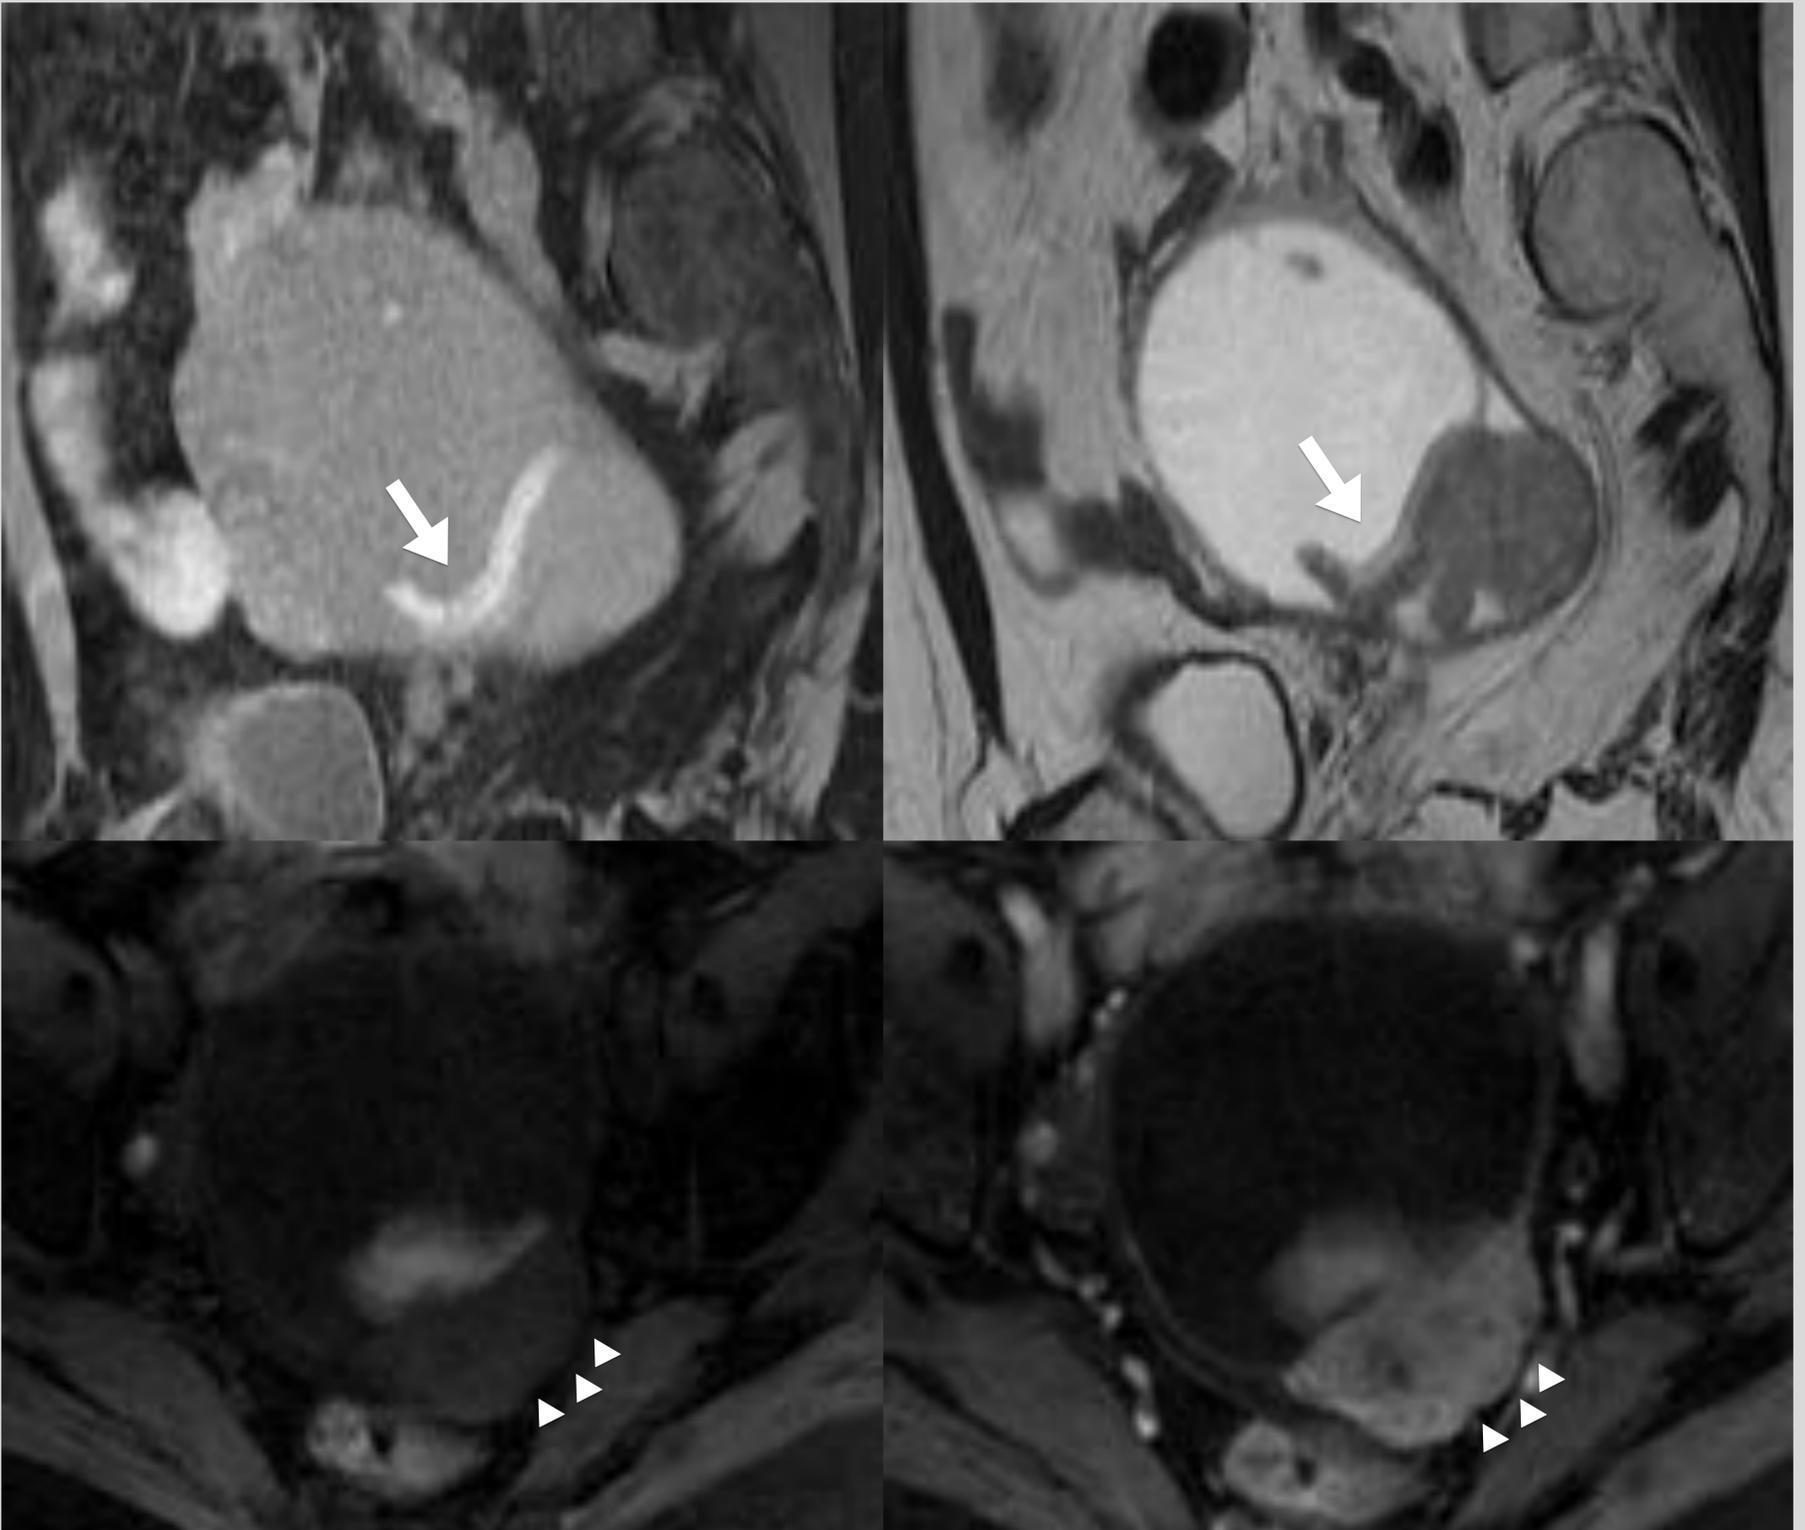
Paciente con antecedente de endometriomas bilaterales en la que se observa una masa sólida quística anexial izquierda con contenido hemático en su interior (flechas) y captación tras la administración de contraste (cabezas de flecha). Imágenes de RM potenciadas en T1 con saturación grasa (arriba izquierda) y en T2 (arriba derecha), y axiales en potenciadas en T1 con saturación grasa sin (abajo izquierda) y con gadolinio (abajo derecha).
